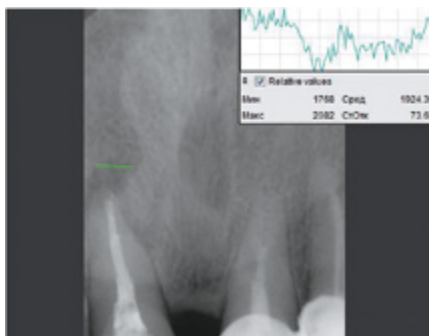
Копия рентгенограммы пациентки Ч., 40 лет. Диагноз: хронический апикальный периодонтит 21. Основная группа. Через 6 месяцев после лечения. Индекс Хаунсфилда составлял 1934.25
